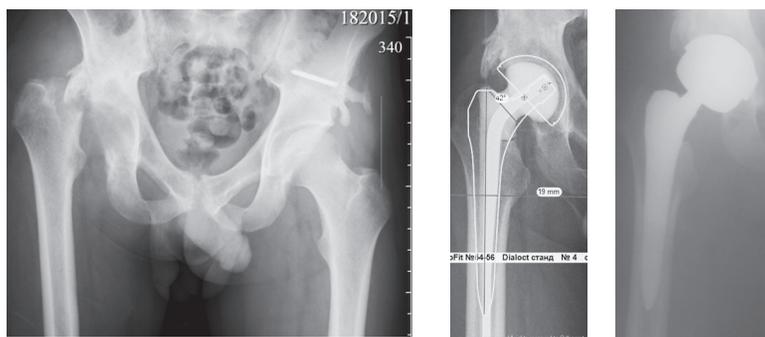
Рентгенограммы пациента Г. 27 лет на этапах лечения.
